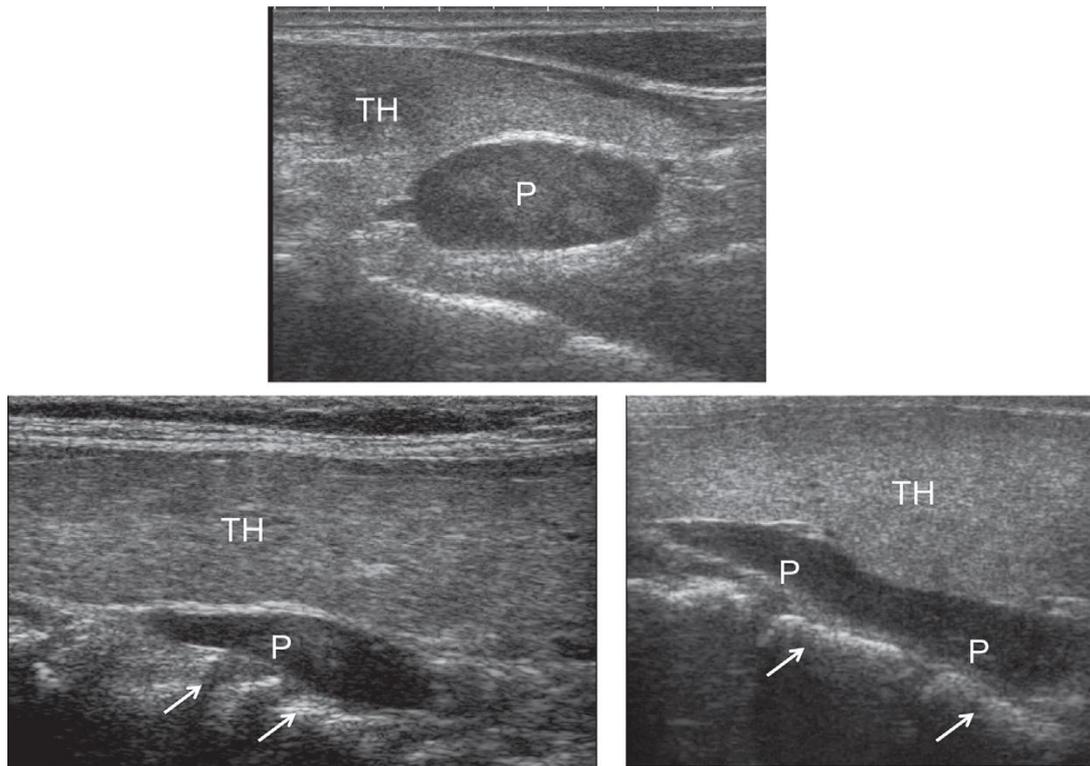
exemples de présentation échographique des adénomes parathyroïdiens . (A) la forme et le model hypoéchogène typique d'un adénome de la parathyroïde inférieure. (B, C) des présentations typiques de lésions des parathyroïdes supérieures; les flèches indiquent le bord antérieur des corps vertébraux cervicaux. P = lésions parathyroïdiennes; TH = parenchyme thyroïdien. ⁽²⁸⁾
